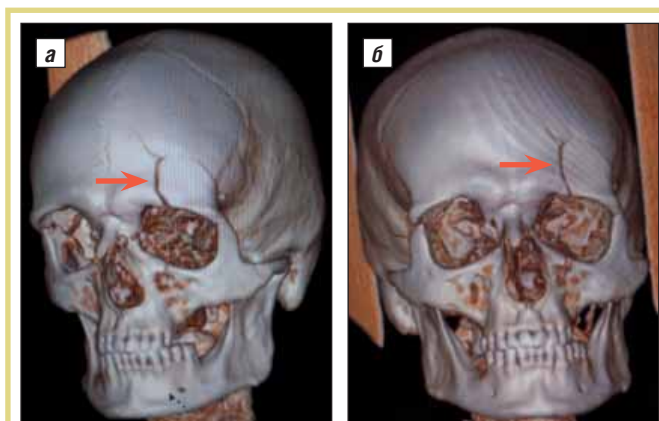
Данные исследования больного К. 3D-реконструкция МСКТ головного мозга (а, б). Вдавленный перелом лобной кости слева
